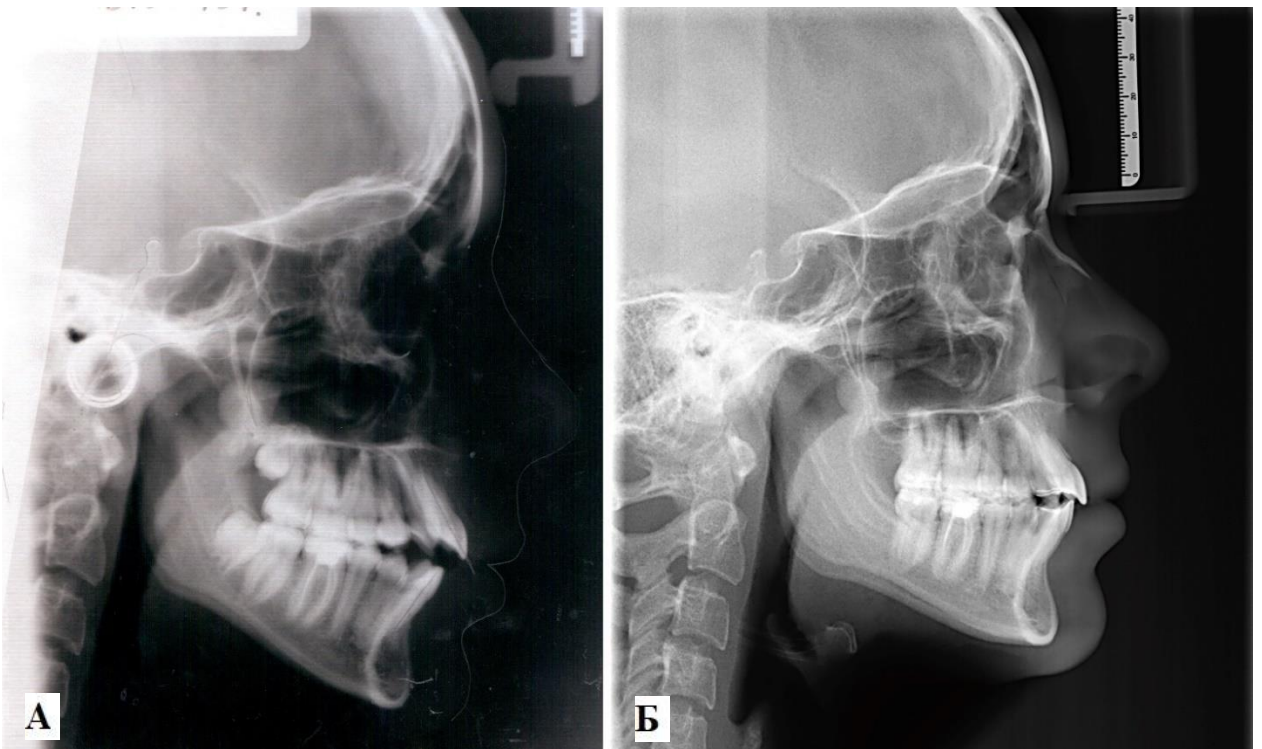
Телерентгенограмма пациента. А – до начала лечения;
